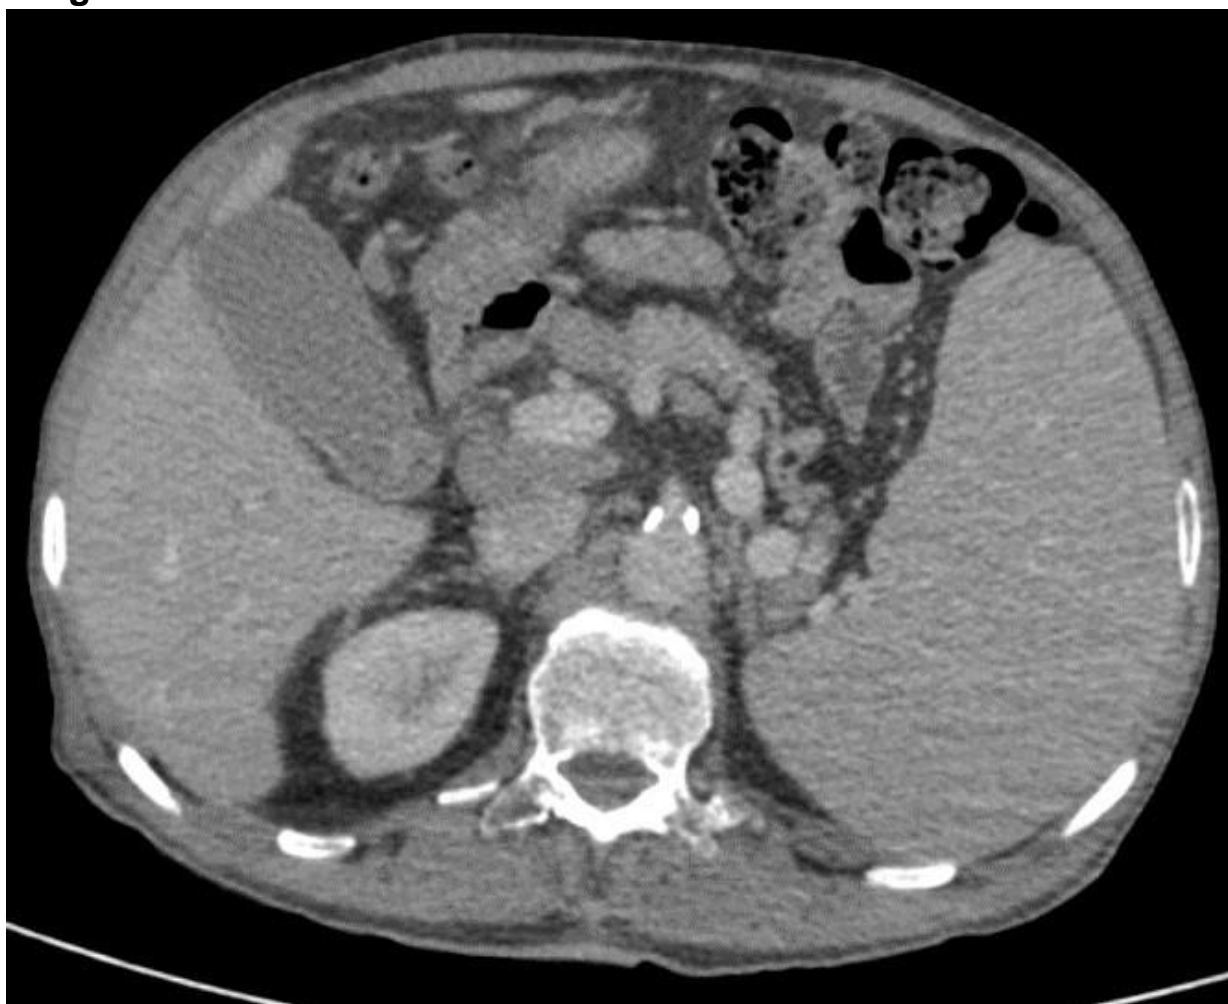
Imagem axial de TC com contraste endovenoso demonstrando linfonomegalia portocaval e mesentérica e esplenomegalia.
